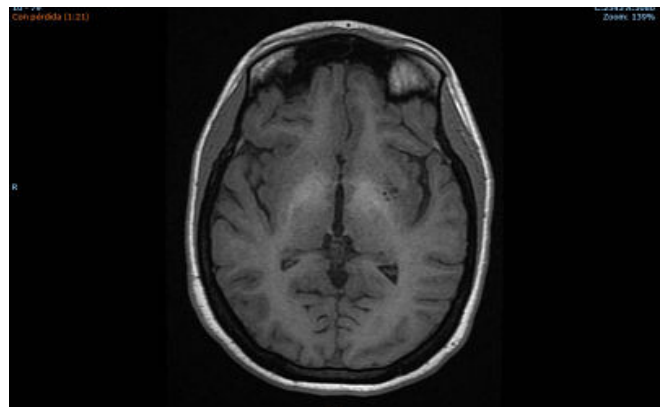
RMN cerebral. Hiperintensidad de señal en T1 a nivel de los núcleos basales, compatible con encefalopatía hepática.
